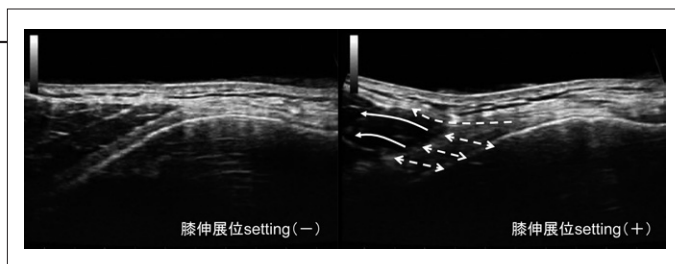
Quadriceps setting時の近位内側支持組織の超音波長軸解剖
